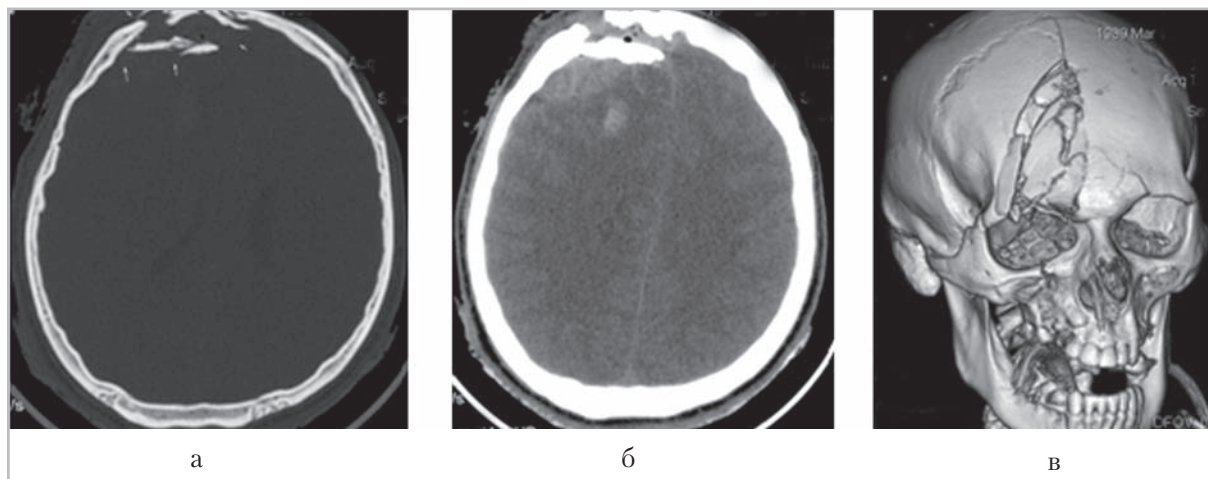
Компьютерные томограммы. Ушиб головного мозга тяжелой степени. Вдавленный оскольчатый перелом лобной кости справа (а, в), ушиб правой лобной доли, острая эпидуральная гематома объемом 40 мл в области перелома (б)
